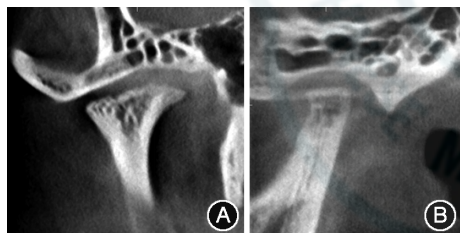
颞下颌关节退行性关节病患者右侧髁突锥形束CT影像,髁突短小变形 A:冠状位; B:矢状位
